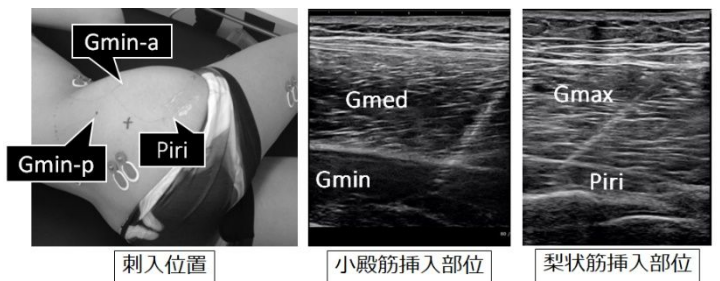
ワイヤ電極の刺入部位とエコー画像 (Semciw, et al. Gait Posture. 2013)
